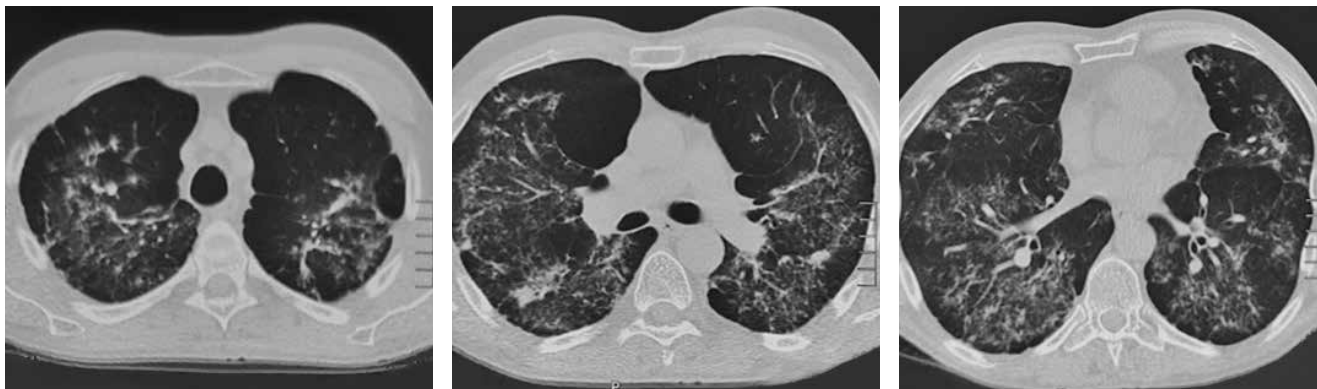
КТ ОГП пацієнта Б. при першій госпіталізації: на серії зрізів білатерально, полісегментарно в легенях визначаються ділянки посилення й сітчастої деформації легеневого малюнку, вузликова дисемінація середньої та слабкої інтенсивності, парасептальні були. КТ-ознаки гіперсенситивного пульмоніту
